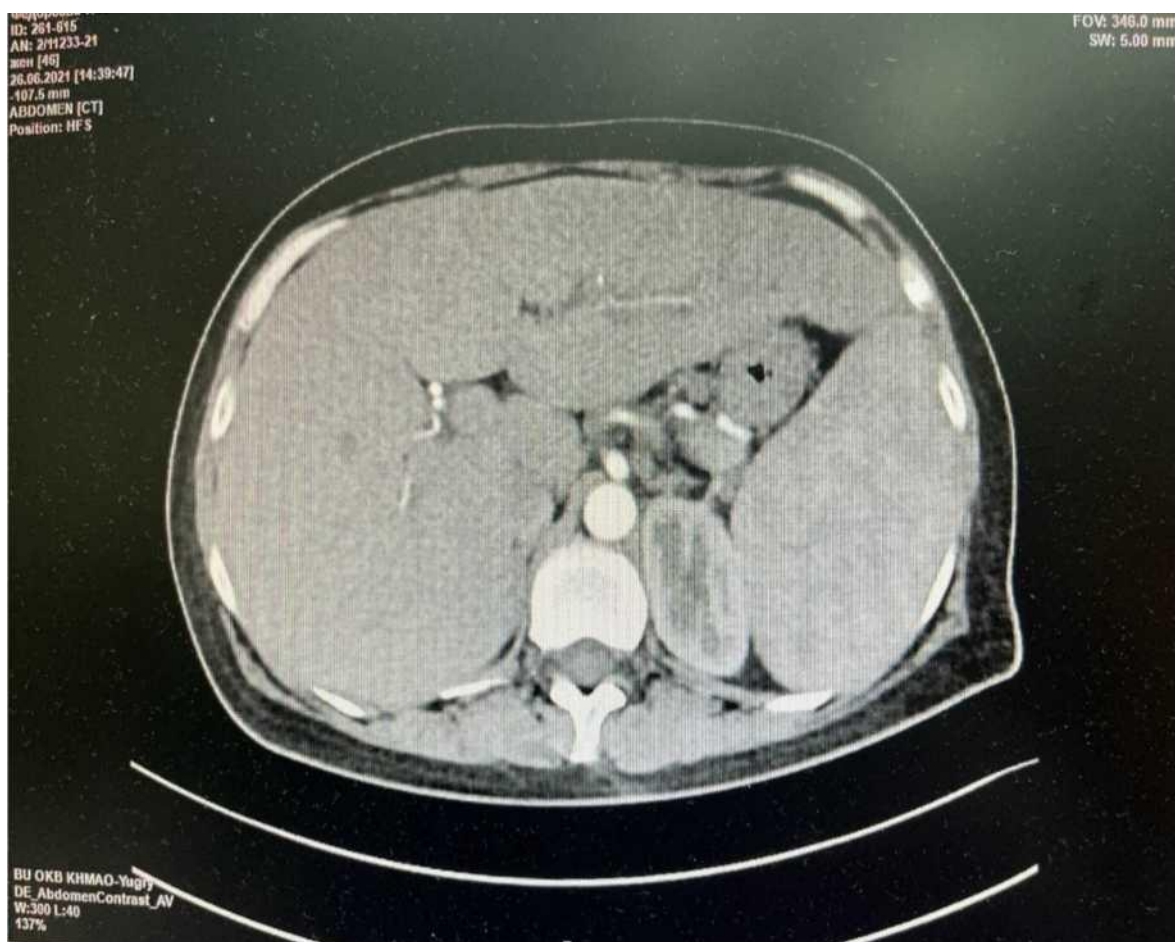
Компьютерная томография органов брюшной полости с внутривенным болюсным контрастированием пациентки Ф., 1974 года рождения, от 26.06.2021 г.
